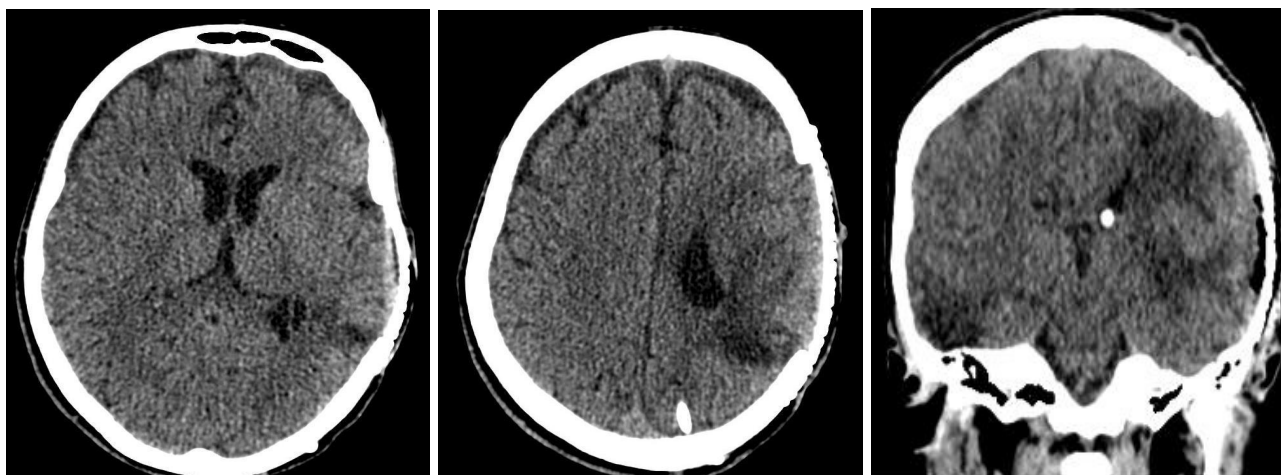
СКТ головного мозга. Состояние после краниопластики титановым имплантом
